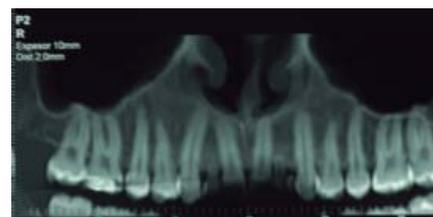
IMAGEN PANORÁMICA DEL TAC.
